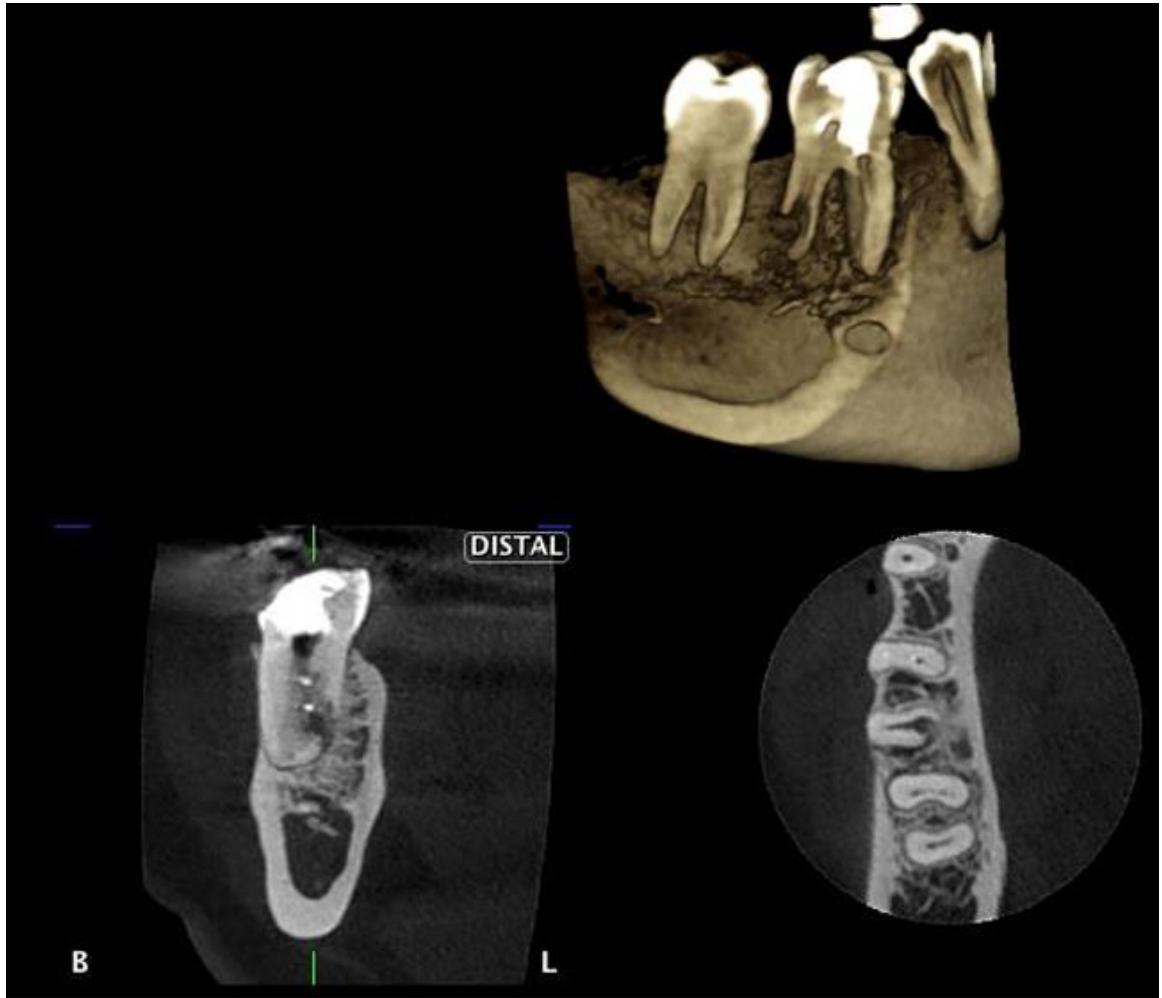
Tomografía Cone beam que revela reabsorción radicular. (Yaringaño-Medina, 2017)
